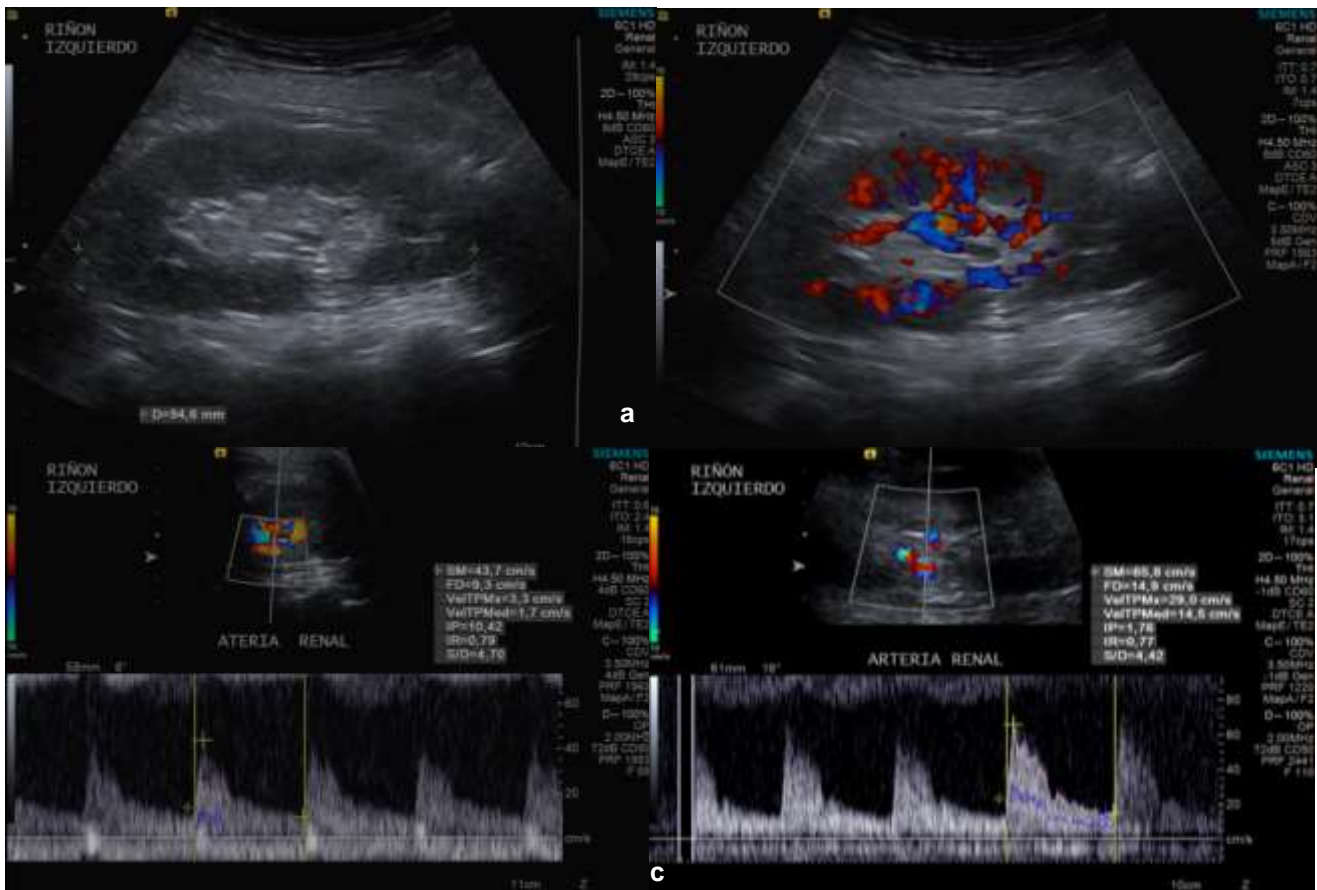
USG Pulsado de riñones nativos en mujer de 67 años con urosepsis (SOFA 3) y desarrollo de LRA, con CrS de 2.9 mg/dL al momento de diagnóstico. a: morfología conservada. b. Vascularidad intrarrenal (VIR) grado 3. c. modalidad pulsado con IRRc de 0.82 d. USG de control a los 3 días, posterior a reporte de CrS de 1.30 mg/dL, con IRRc de 0.79 (*correlación lineal*)
